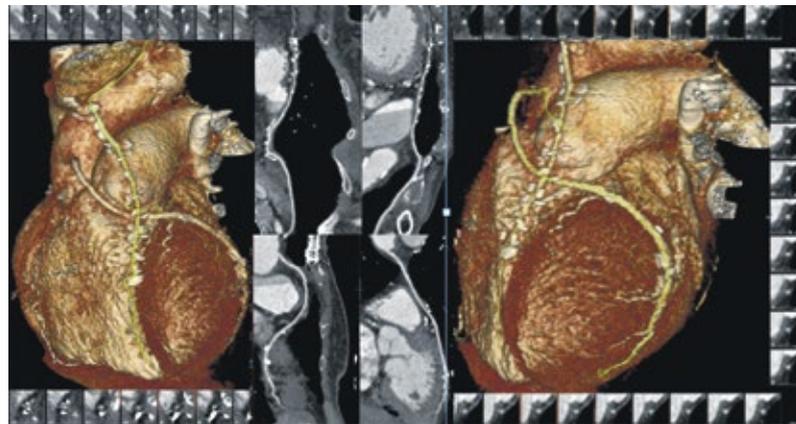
Beispiel einer Bypass-CTA: offene Bypässe mit CABG zu einem Marginalast und LIMA zur mittleren LAD
